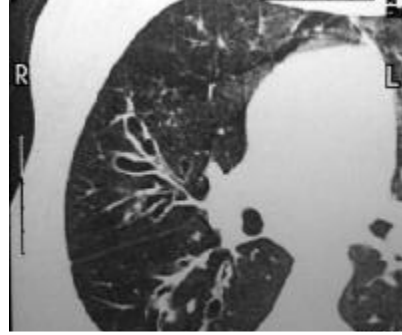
Bilgisayarlı tomografide silindirik bronşektazi görünümü (2,23).
